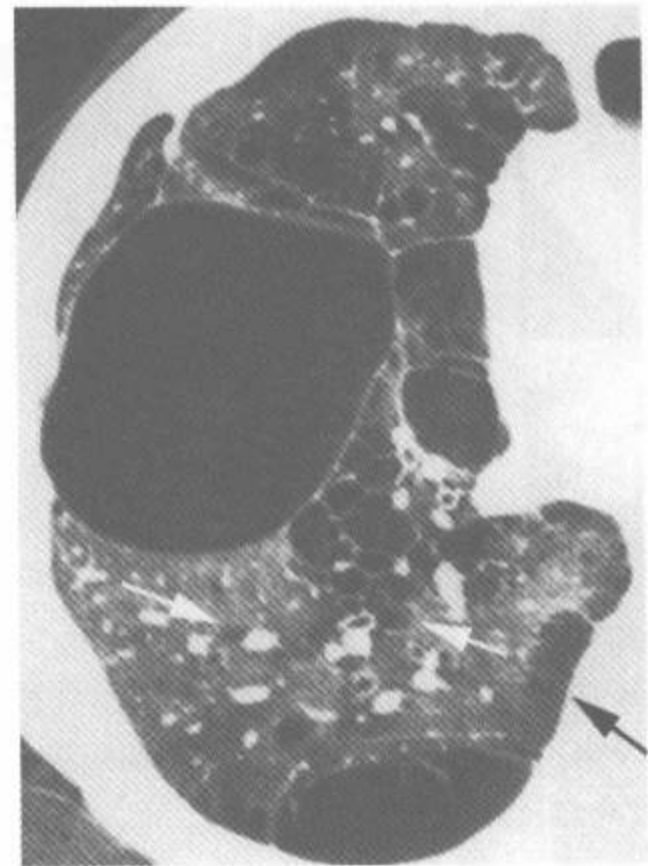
伴有较大肺大泡的间隔旁型肺气肿和小叶中心型肺气肿的 HRCT
